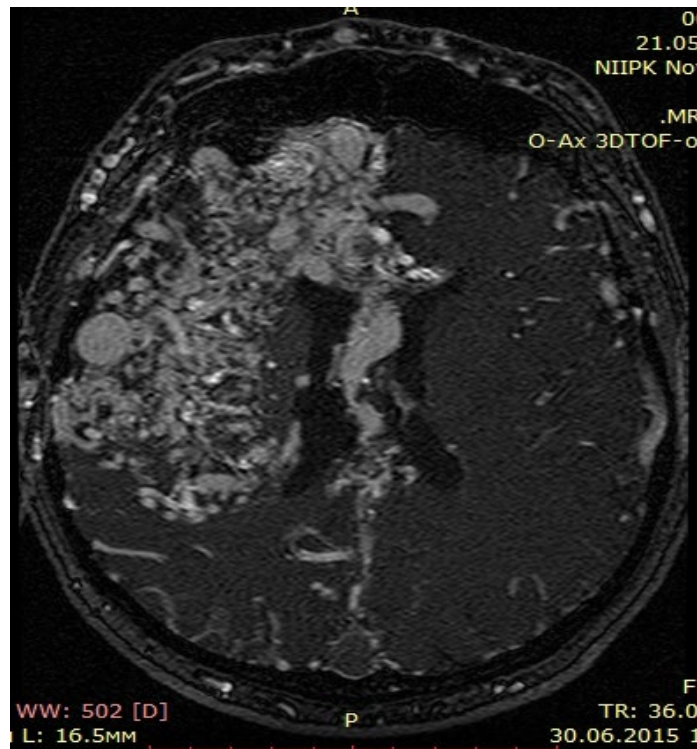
Данные МРТ головного мозга пациента Ш. (до операции)
